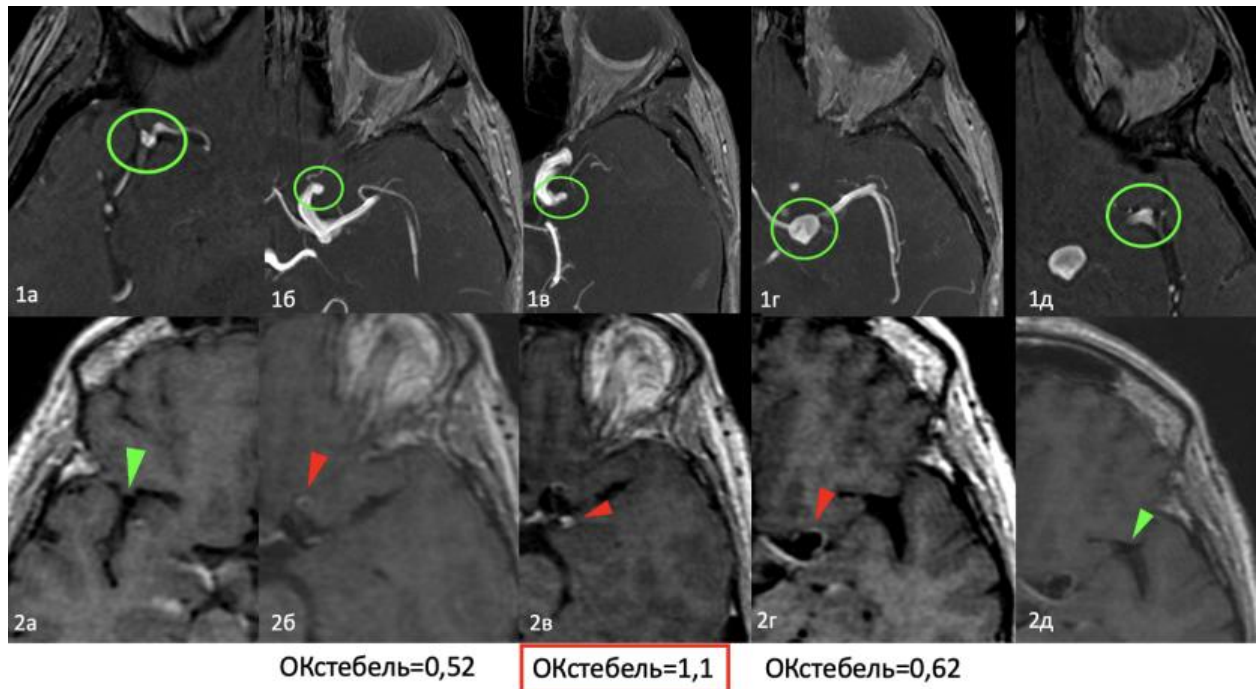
Множественные аневризмы у женщины 58 лет. МРТ: 3D TOF в аксиальной плоскости (1а-1д), T1 CUBE после в/венного введения контрастного препарата в аксиальной плоскости (2а-2д). В режиме 3D TOF определяются множественные аневризмы различной локализации (1а – правая СМА, 1б – левая ВСА (С6), 1в – левая ВСА (С7), 1г – левая ВСА (С7), 1д – левая СМА). На T1 CUBE было выявлено циркулярное тонкослойное контрастирование у аневризмы левой ВСА (2б) размером 5,3 мм, циркулярное толстослойное контрастирование у аневризмы левой ВСА (2в) размером 4 мм, циркулярное тонкослойное контрастирование у аневризмы левой ВСА (2г) размером 10,7 мм. У аневризмы левой ВСА (2в) был самый высокий показатель $OK_{\text{стебель}} - 1,1$.
